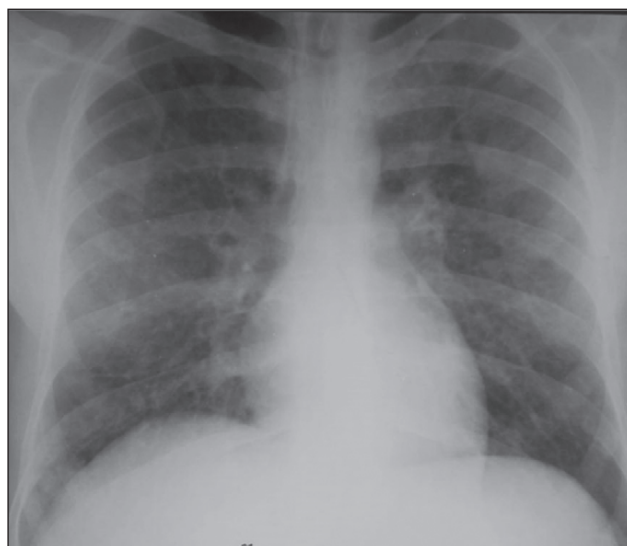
Рентген-картина на 12-ту добу лікування
